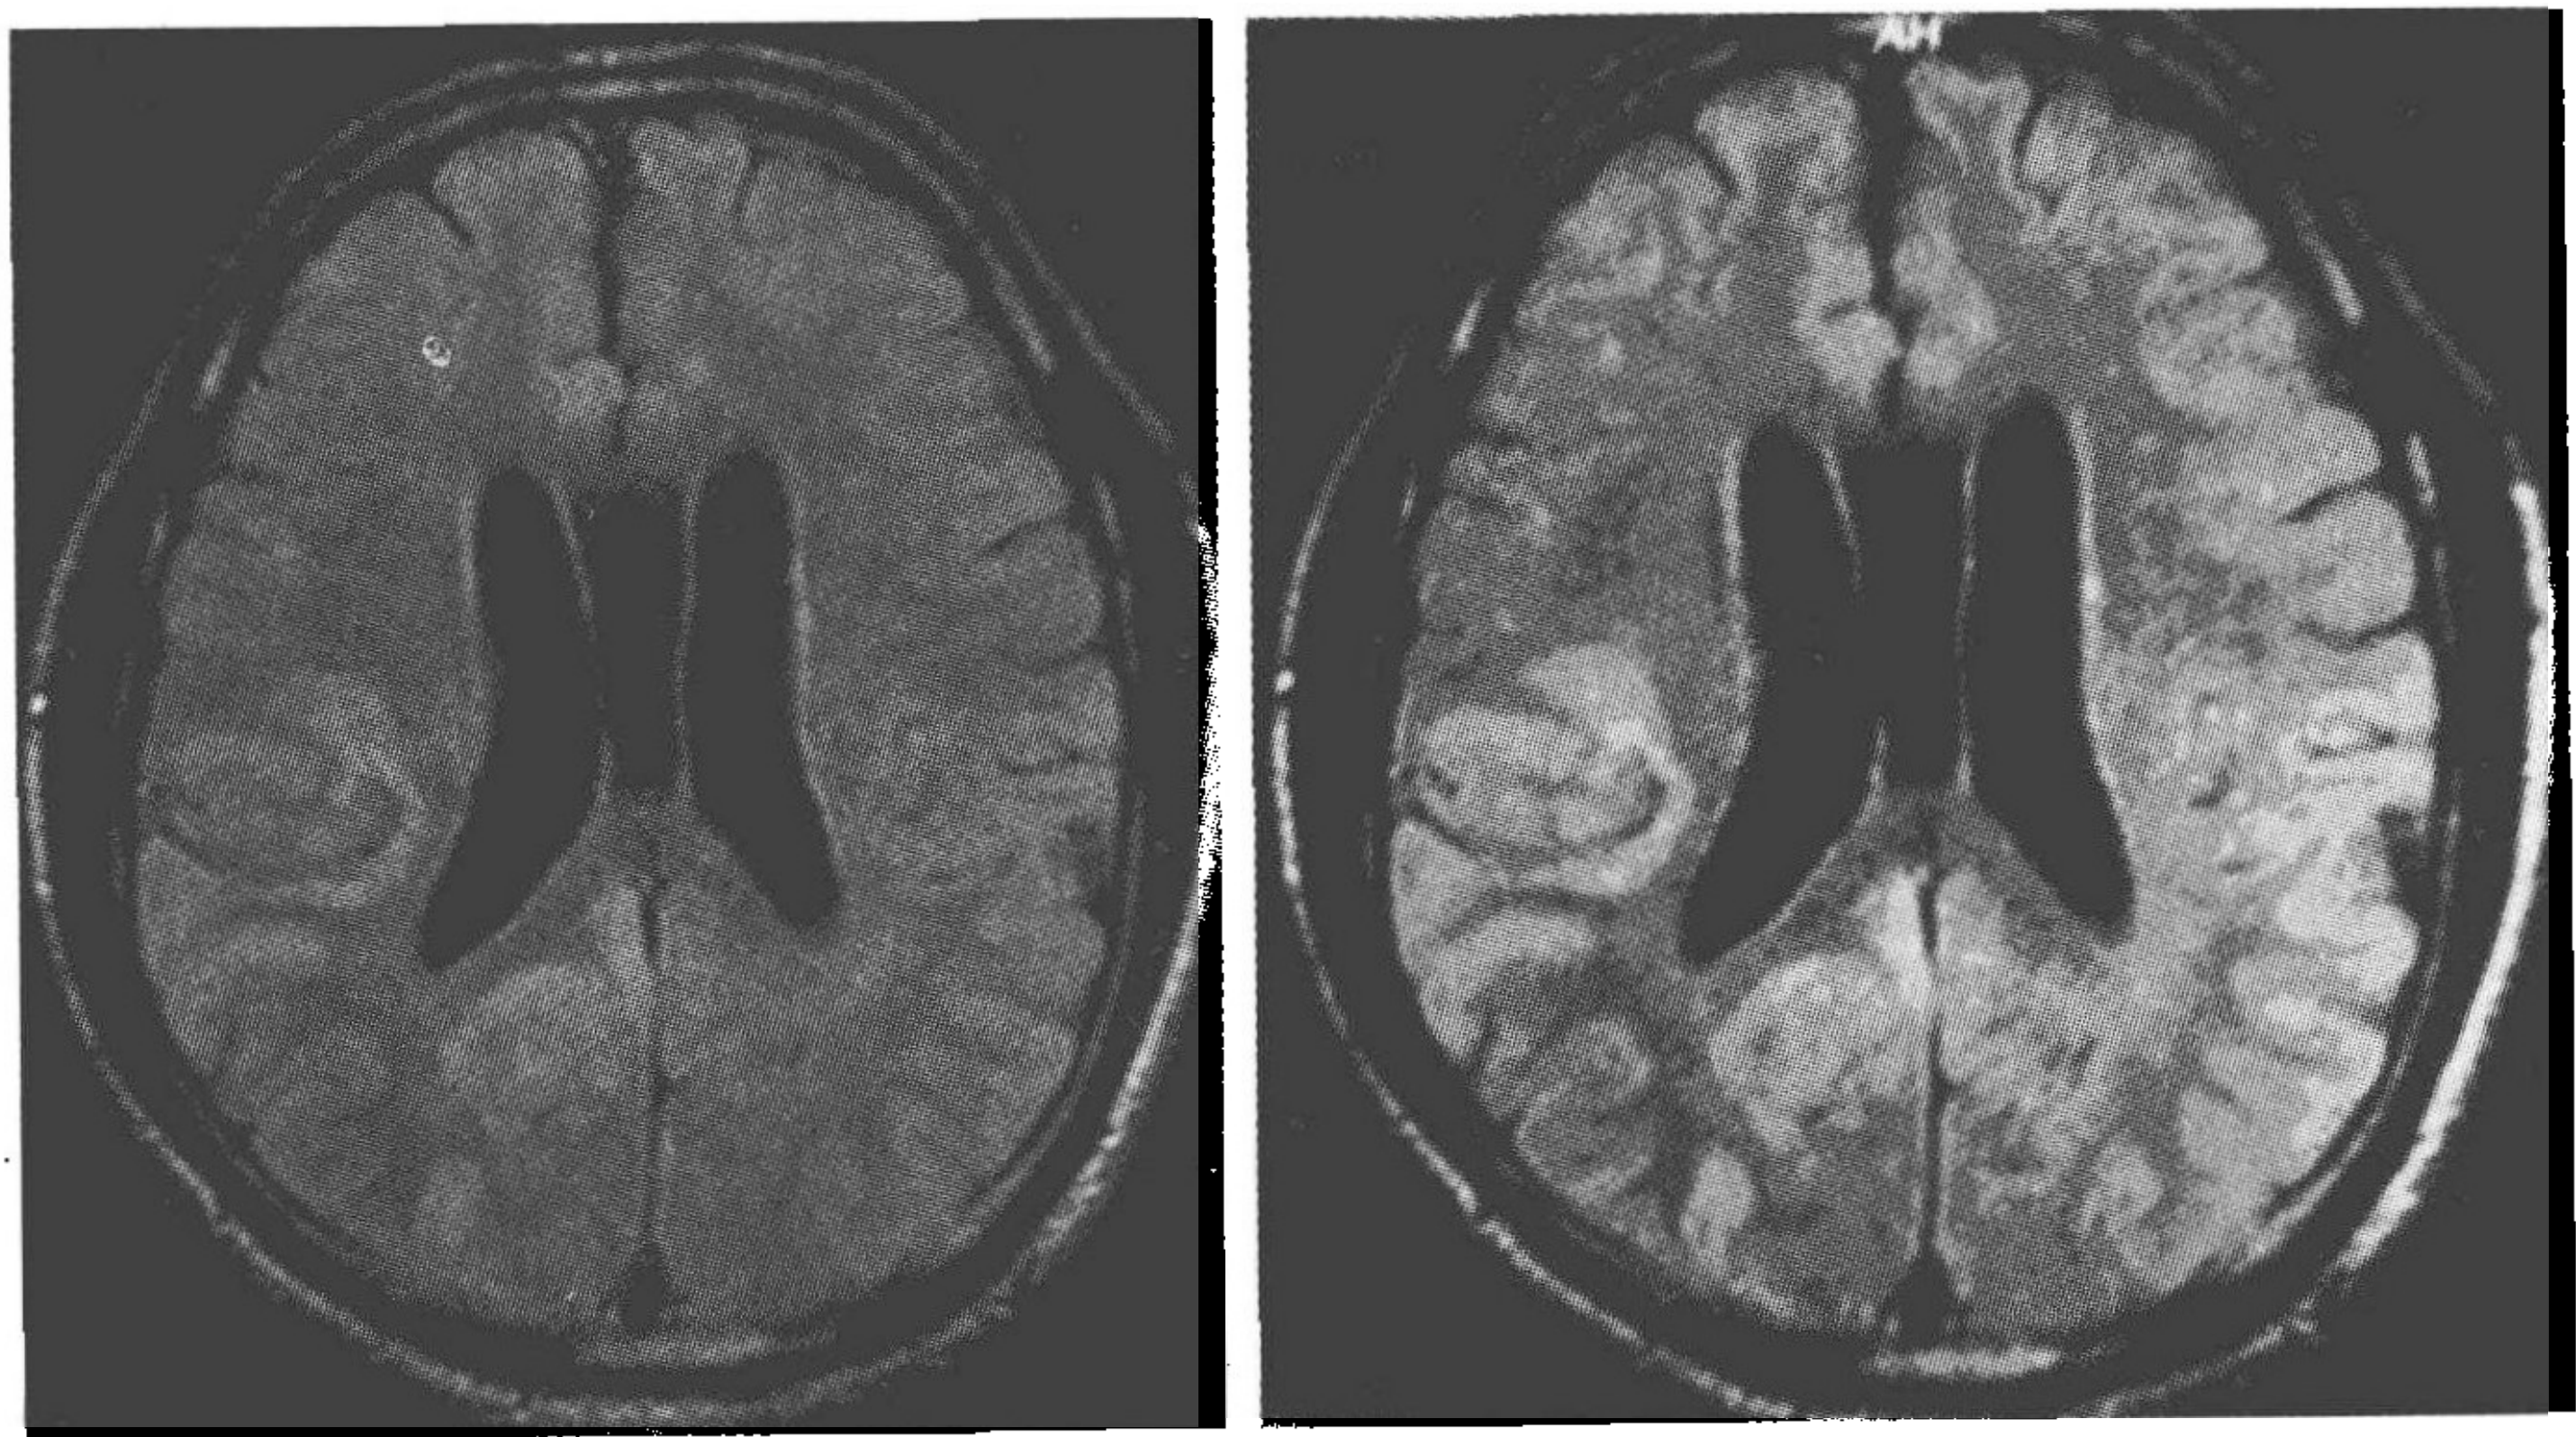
头部MRI示右侧背侧丘脑,右颞、顶、枕见片状等 T_1 、稍长 T_2 信号。水抑制序列上呈稍高信号,局部脑室稍肿胀,脑间稍窄,大脑镰居中,可见透明隔及间脑
